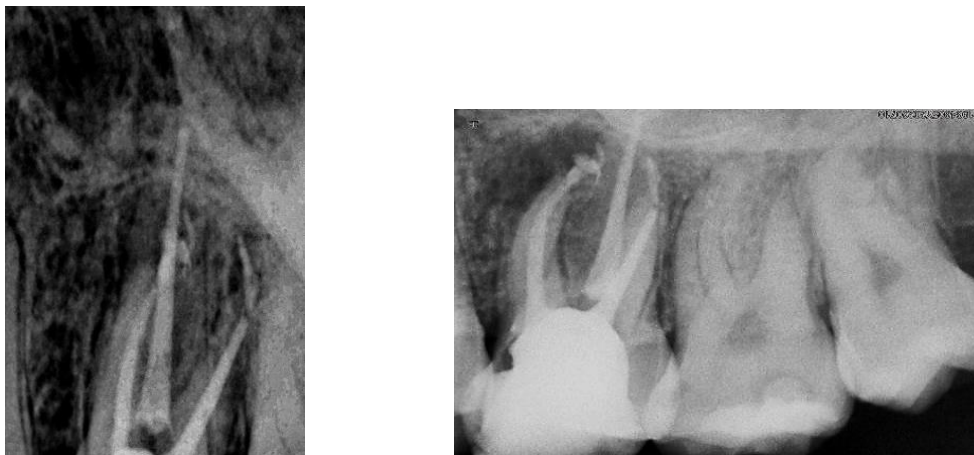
Figura 6ª y 6 b. Radiografías postoperatorias.
